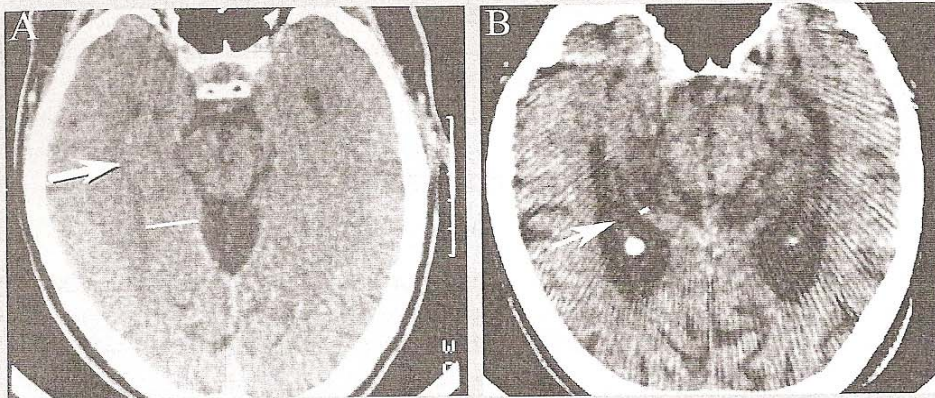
CT images using the Oxford Medial temporal lobe angle in a healthy elderly individual (A) and an age-matched AD patient (B). Reproduced with permission from J. H. Morris and Zs. Nagy, 'Alzheimer's disease' in *The Neuropathology of Dementia* (eds M. M. Esiri, V. M-Y. Lee, J. Q. Trojanowski), pp. 161–206. Copyright Cambridge University Press, 2004.
